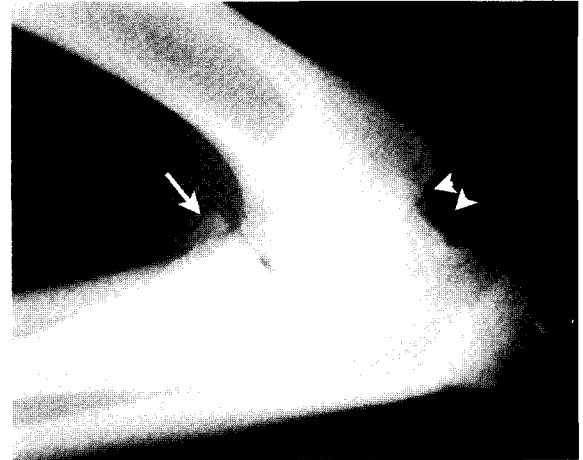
Stress radiograph of the left elbow joint which is taken while flexing the elbow and inwardly rotating the antebrachium. The coronoid fragment is clearly visible (arrow). Notice also the osteophytes formation on the proximal aspect of the anconeal process (arrow heads).
